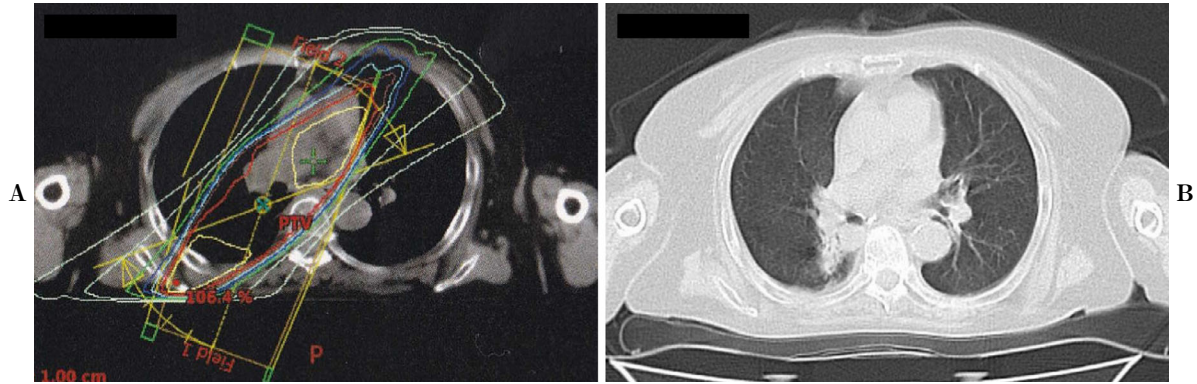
(A) Radiation dose distribution map. (B) Chest computed tomography shows a solid nodule in right S⁶ within the radiation fibrosis.
